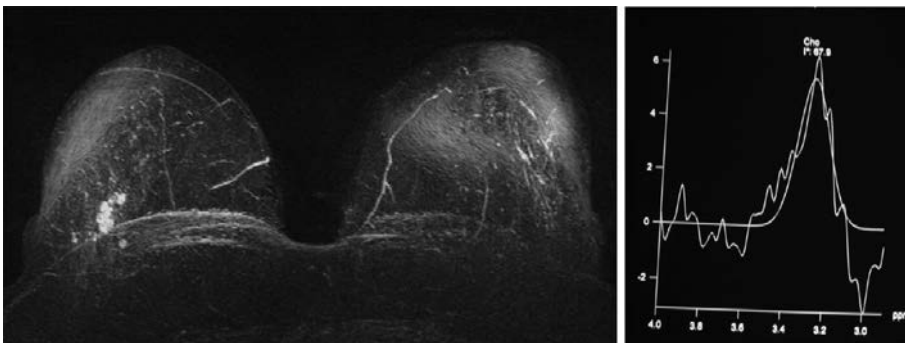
RM MIP contrastado. Tumor en mama derecha de 1.4 × 1.0 cm, 67.9 ppm, SBR 3.
